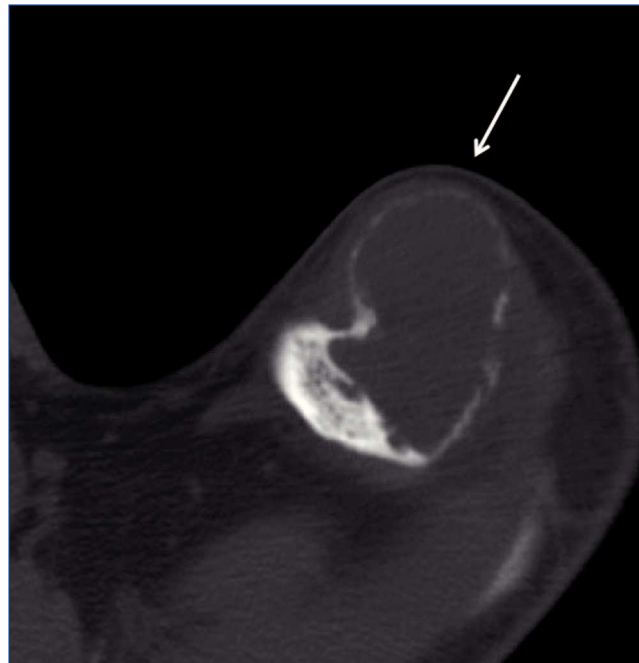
Imagen de tomografía axial computarizada que corresponde a un tumor pardo en la clavícula izquierda.
